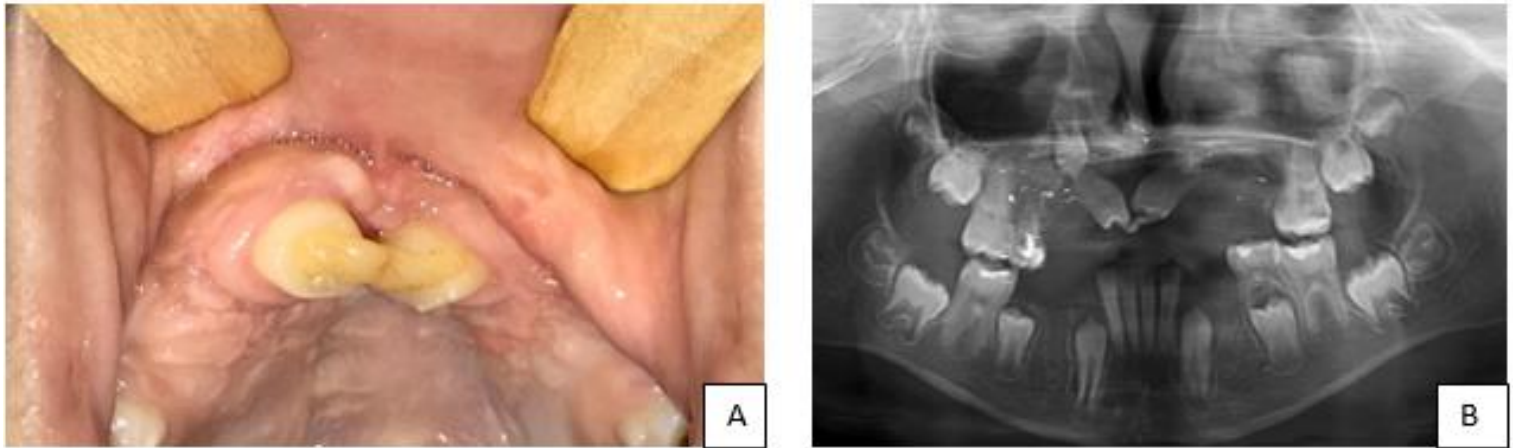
(A-B): (A): fotografia intraoral 2 meses após o autotransplante. (B): Radiografia panorâmica 2 meses após o autotransplante.
